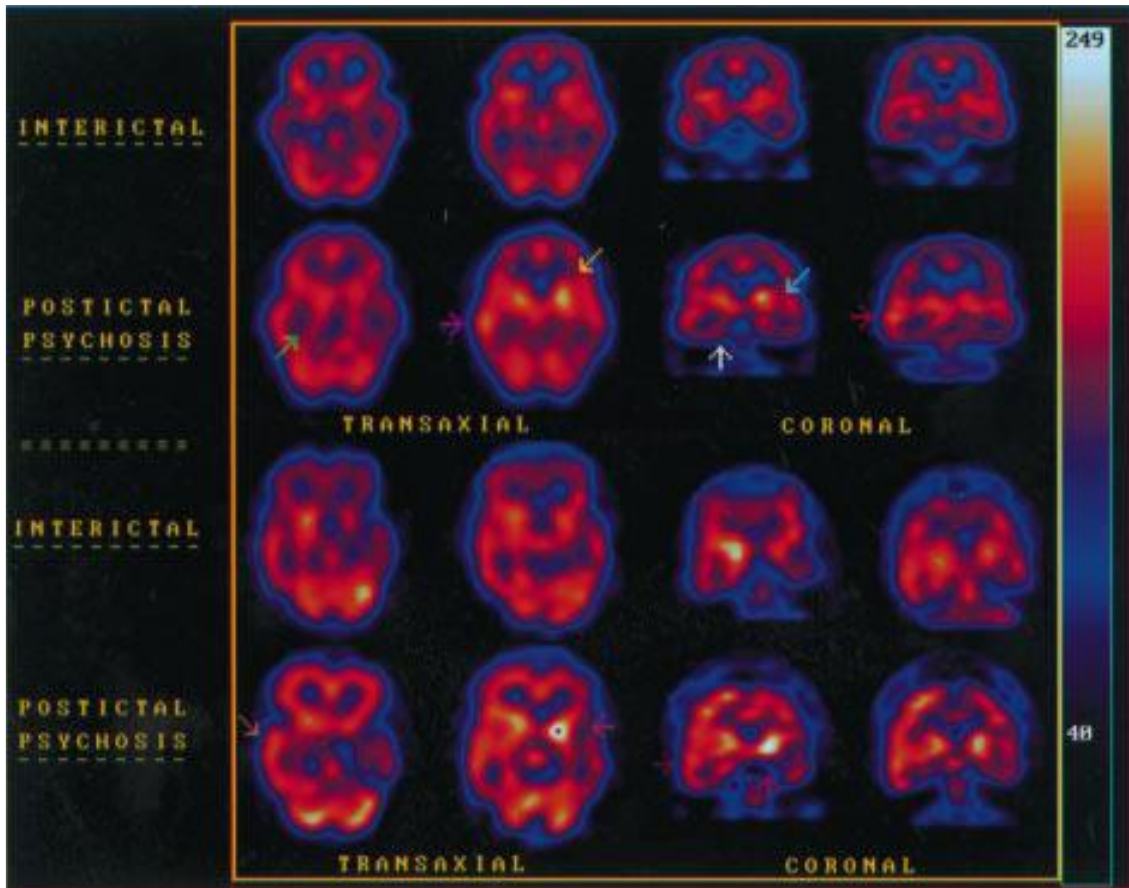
Estudio de SPECT realizado a pacientes en periodos postictales e interictales.
